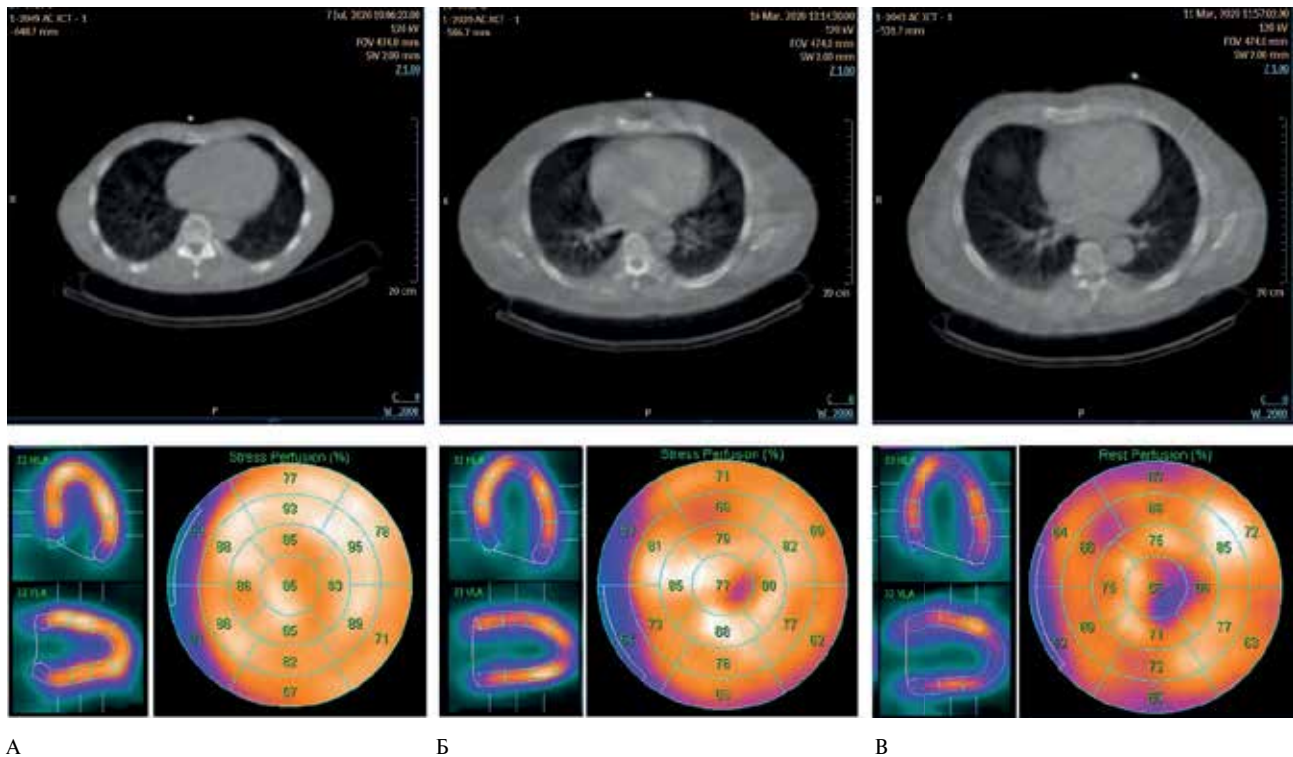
Типичная картина начальных нарушений перфузии миокарда по данным ОЭКТ у пациентов с ожирением: А — нормальная (равномерная) перфузия миокарда у пациента с ИМТ = 24,7 кг/м<sup>2</sup>; Б — диффузно-неравномерная перфузия миокарда у пациента с ИМТ = 32,3 кг/м<sup>2</sup>; В — диффузно-неравномерная перфузия миокарда с появлением мелких очаговых изменений у пациента с ИМТ = 38,6 кг/м<sup>2</sup>. Цветное изображение доступно в электронной версии журнала.
